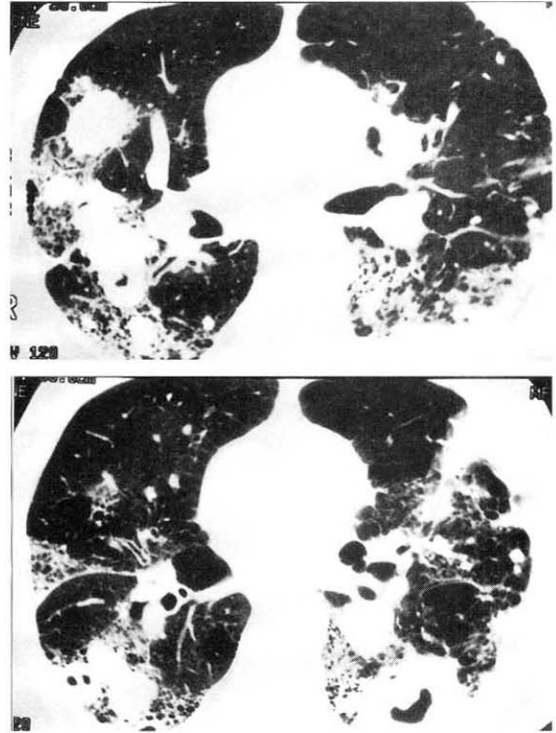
Chest HRCT shows multiple bullous emphysema in both lungs. Multiple consolidations of irregular lobulating contours are shown in both upper lobes, at the lingular segment of the left upper lobe, and at both lower lobes. Cavities due to necrosis of the lung parenchyma in the consolidation area contain mural nodules that protrude focally from the inner wall of the cavities.
